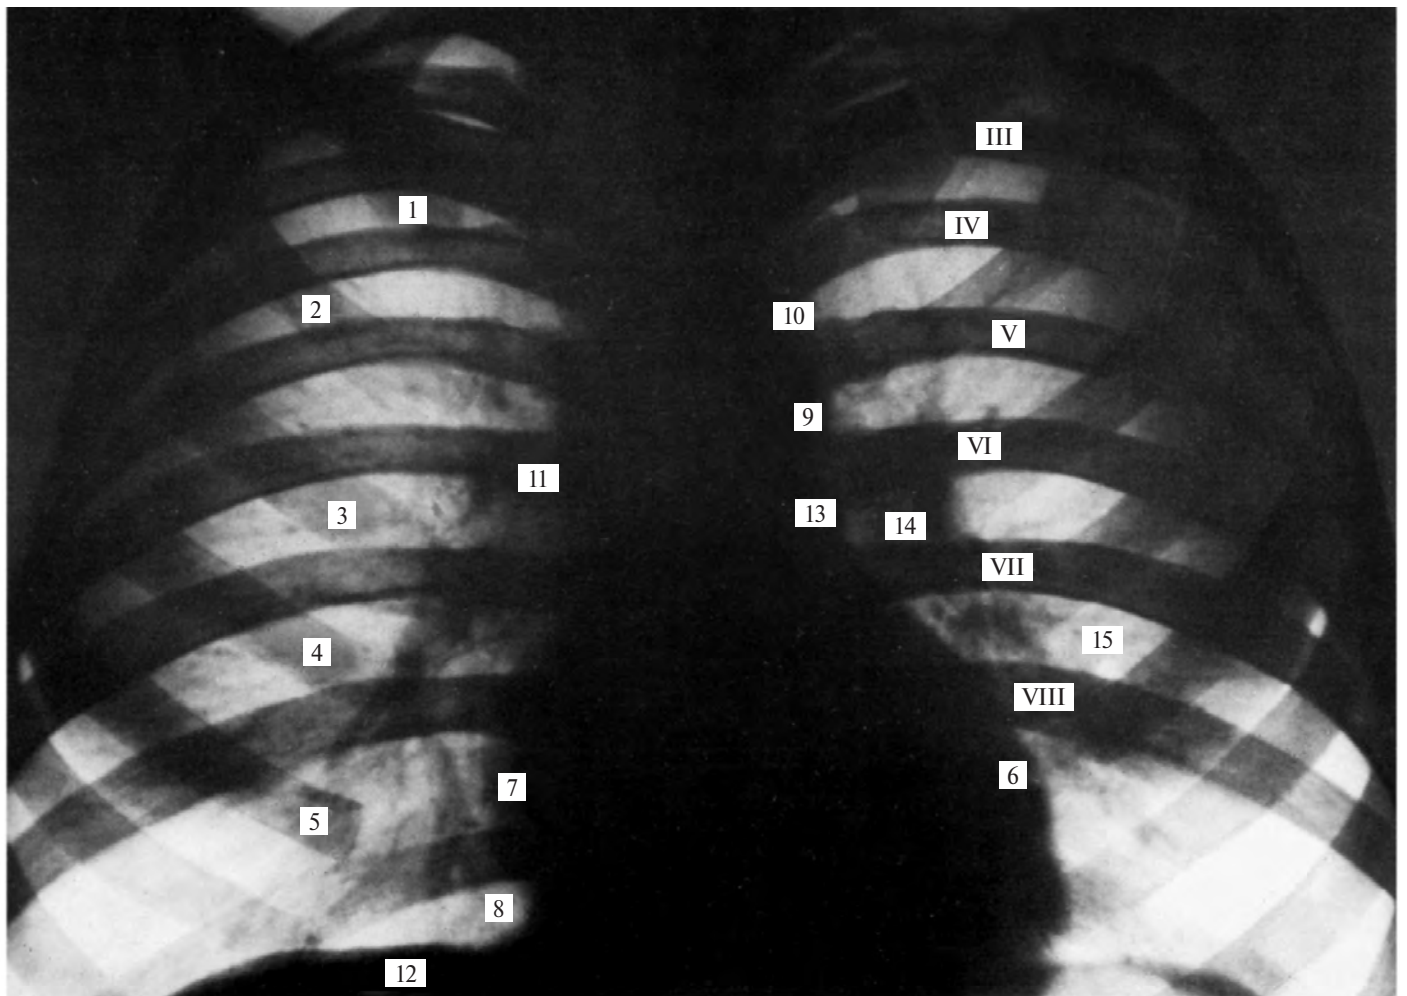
Грудная клетка — сердце и легкие взрослого человека (рентгенограмма).
